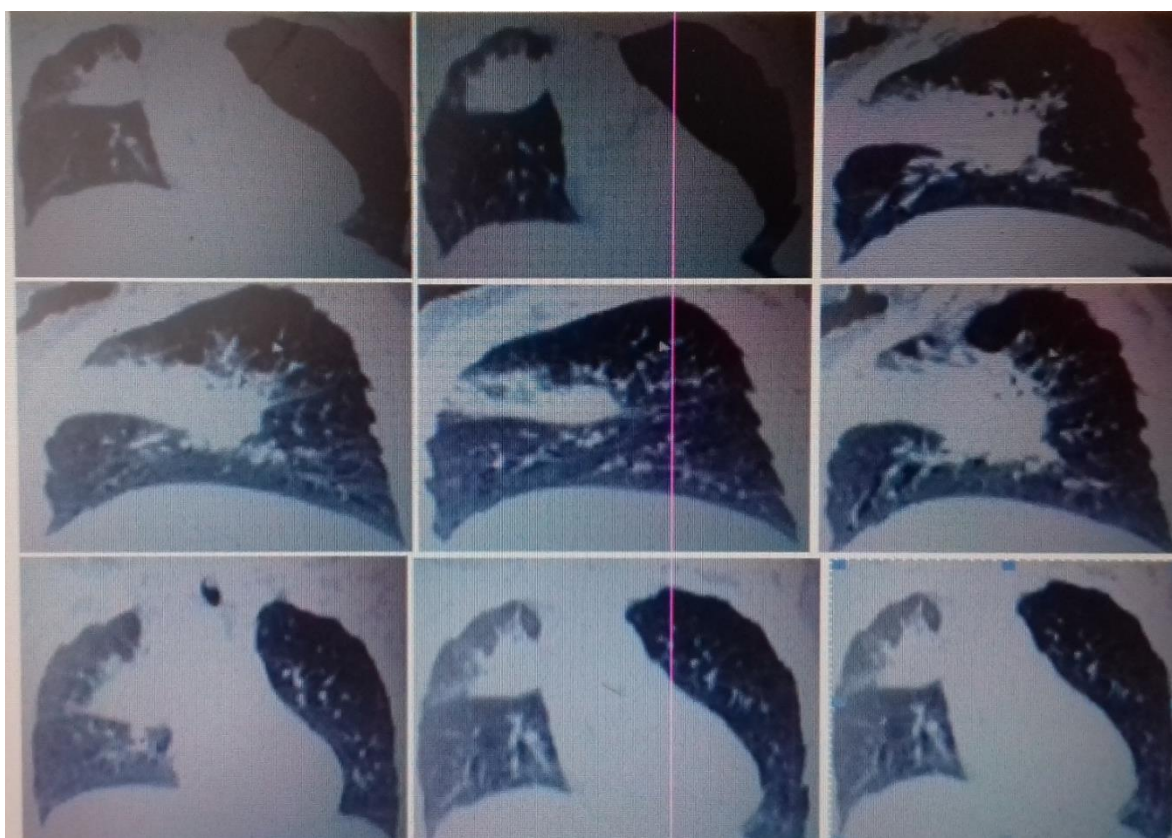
КТ-срезы больной Р., 18 месяцев, фронтальные и сагитальные срезы, легочное окно. Инфильтрация S1-3 и междолевой плеврит правого легкого, аденопатия ВГЛУ.
